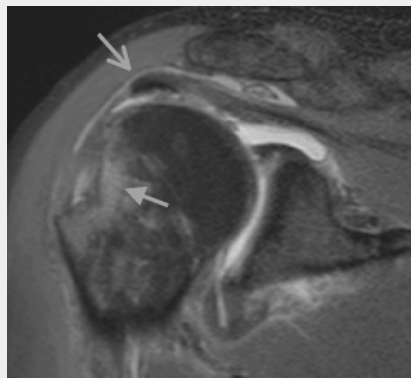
▲ MRT, PDw FS koronal, Fraktur des Tuberculum majus mit Impression und knöchernem Ausriss der Supraspinatussehne und umgebendem Ödem
